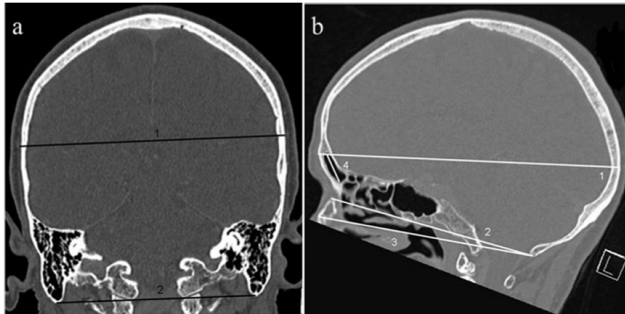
Immagine TC sul piano coronale (a) e sagittale (b), in cui sono rappresentati gli assi principali per la misurazione del cranio (Giurazza, et al., 2012)
